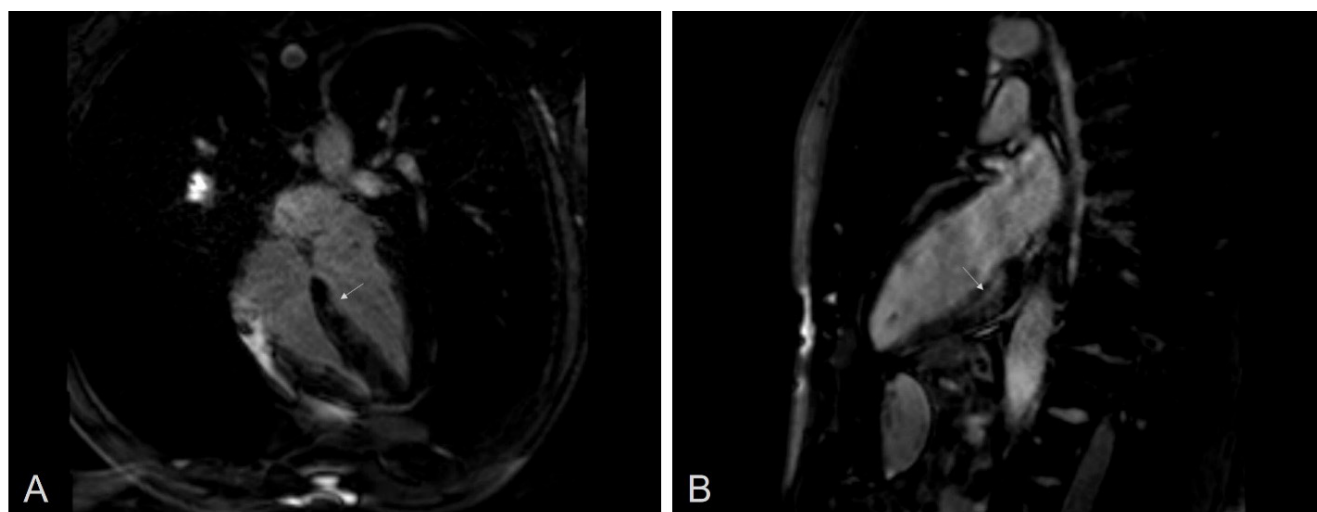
МРТ. Участки субэндокардиального накопления гадолиния в ниже-перегородочной стенке ЛЖ (А) и трансмурального накопления гадолиния в нижней стенке ЛЖ (В).
